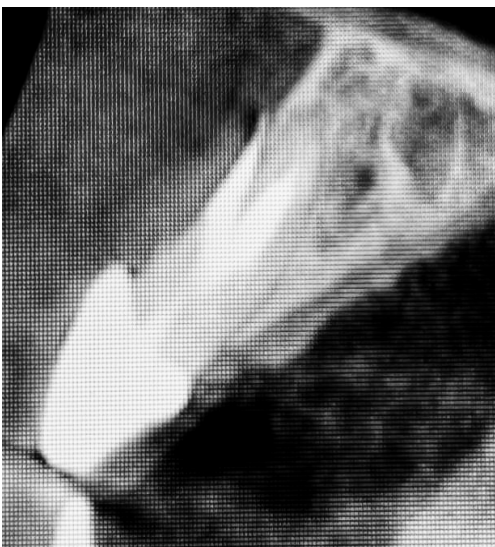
CBCT en la que se observa presencia de perforación en tercio medio.
